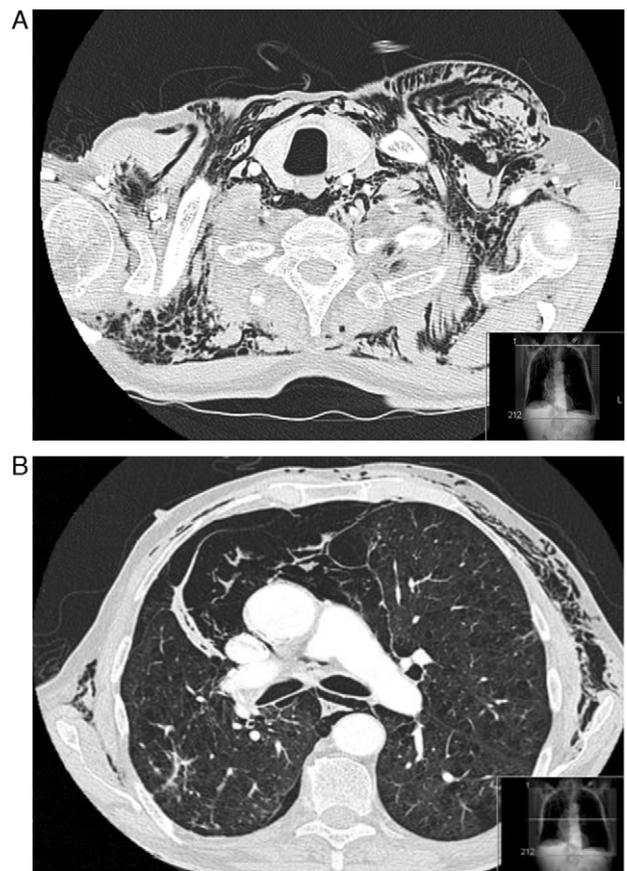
A,B) La imagen de TC torácica muestra presencia de gas a nivel de tejido subcutáneo y mediastínico.
